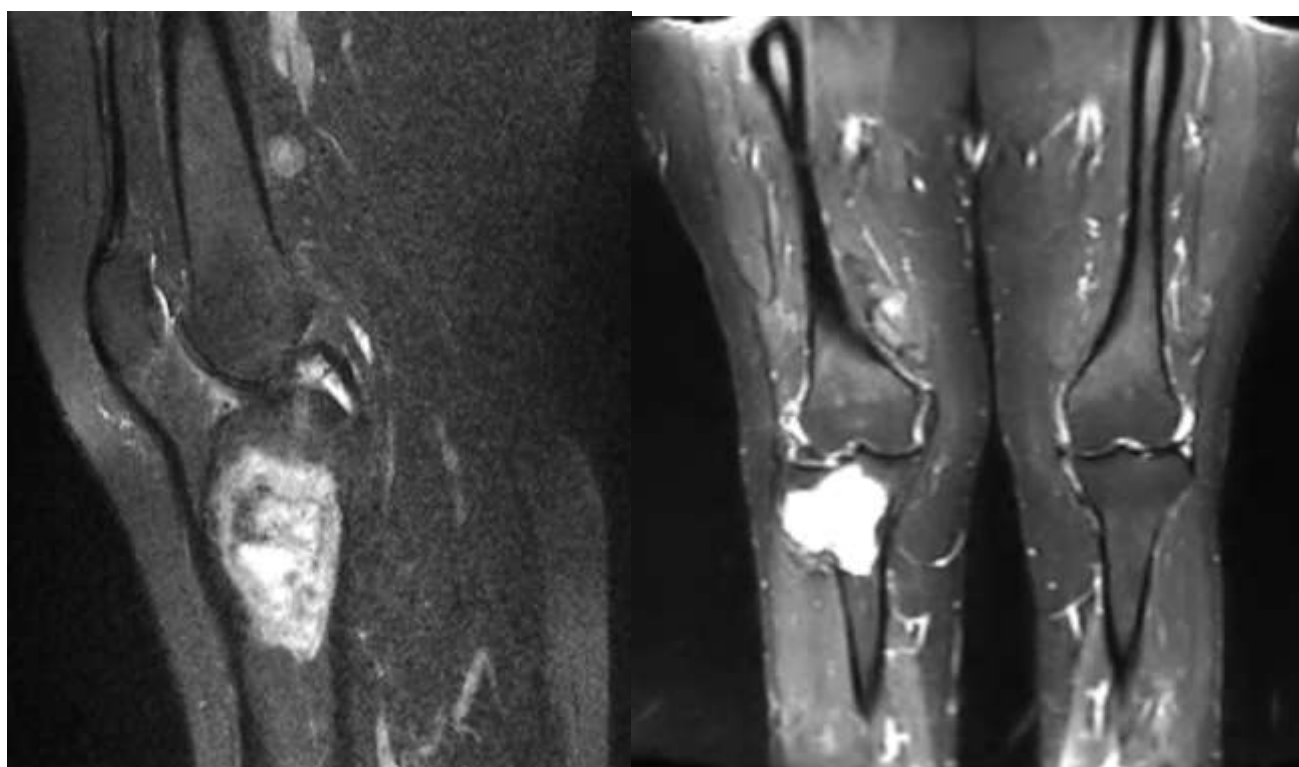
IRM du genou d'un patient de 58 ans qui présente une fracture son os pathologique du plateau tibial externe droit ayant bénéficié d'une biopsie chirurgicale (anapath : Fibrome non ossifiant) évoquant un fibrome chondromyxoïde. (Service de traumatologie A du CHU Hassan II Fès).
